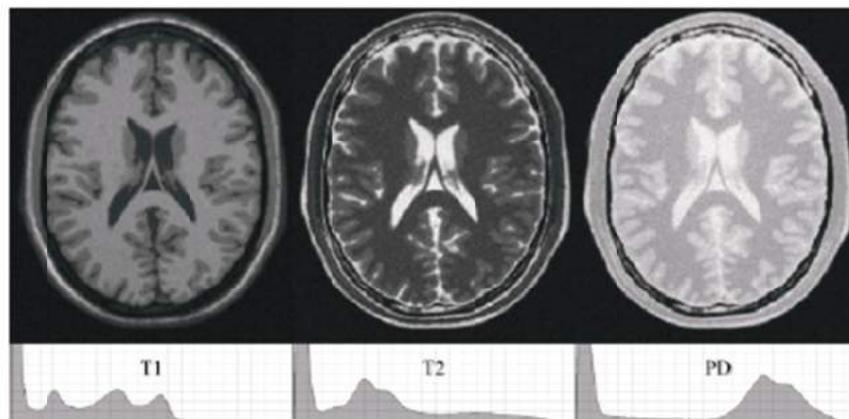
Ejemplo de RM tomada según T1, T2 y DP.
